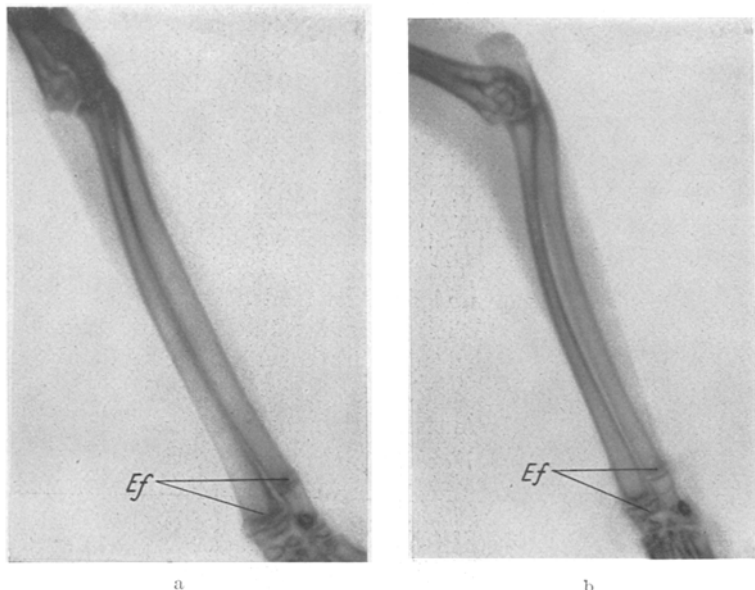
a und b. Röntgenbild des Unterarmes a des Kontrolltieres und b des Tieres mit Ausschaltung im Tubergebiet. Ef Epiphysenfuge.
